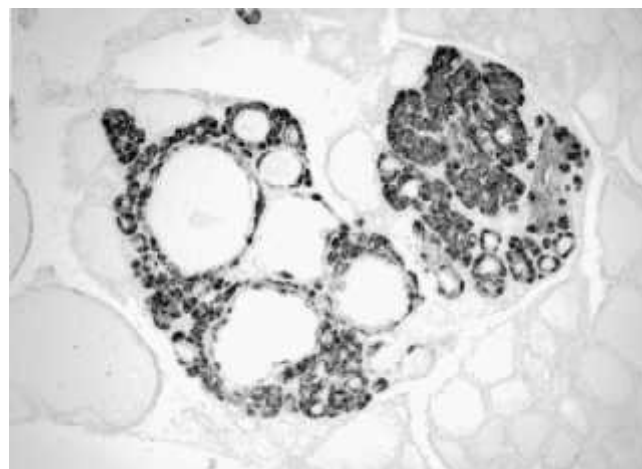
HCC diffuse à gauche et nodulaire à droite, immunomarquage à la CT (grossissement x100) ⁽⁸⁰⁾
